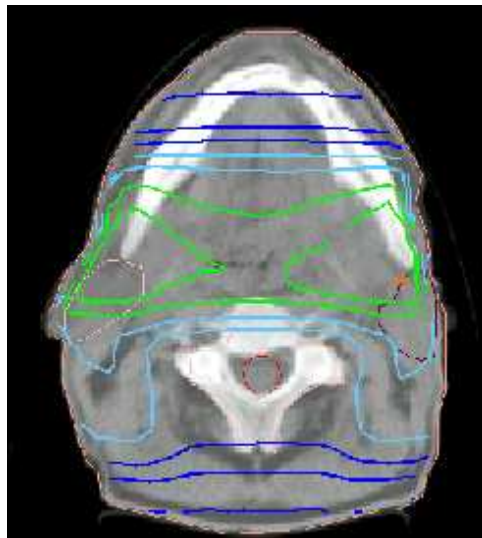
Darstellung der Bestrahlungsvolumina (rosa bzw. violette Markierung stellen rechte bzw. linke Gl. Parotis dar). Die Konturierung wurde in allen CT-Schichten durchgeführt, in denen die Organe erkennbar waren.
